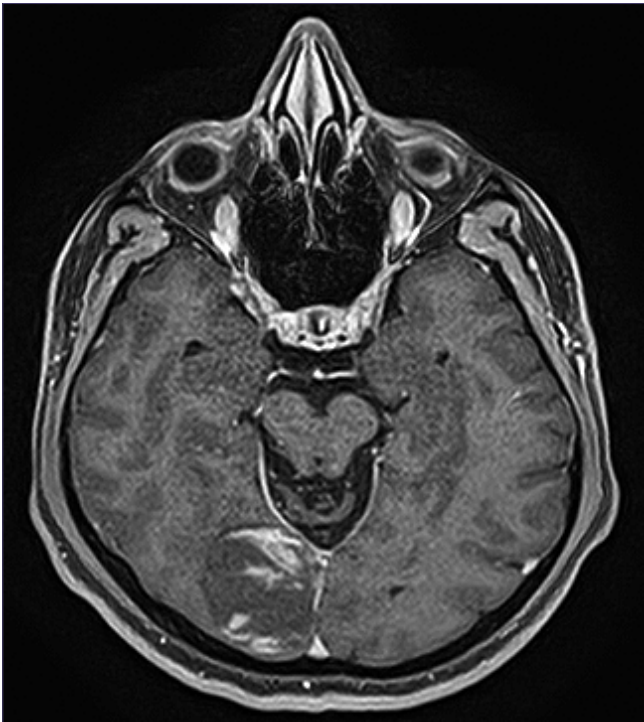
Resonancia magnética tras embolización tumoral. Lesión extra-axial adyacente al tercio posterior de la hoz encefálica parasagital derecha que muestra un realce pobre e irregular con la administración del medio de contraste.
